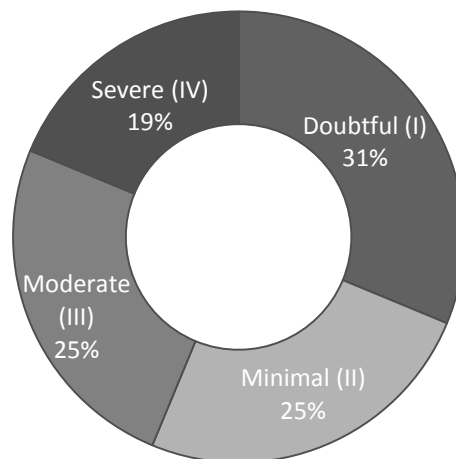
Osteoarthritis Classification_* Knee osteoarthritis x-ray classification according to Kellgren and Lawrence_I to V degrees (n= 16).
